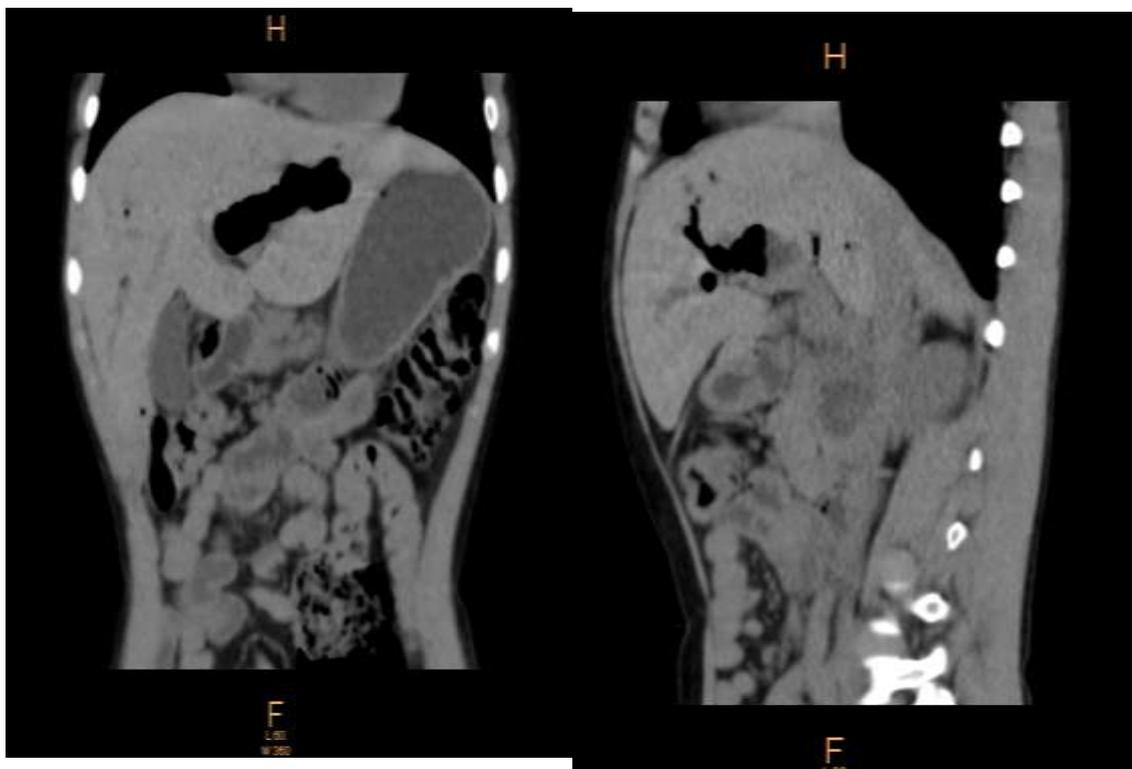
Рисунок №3. Больной X. 11 лет. КТ (фронтальный и сагиттальный срезы).
